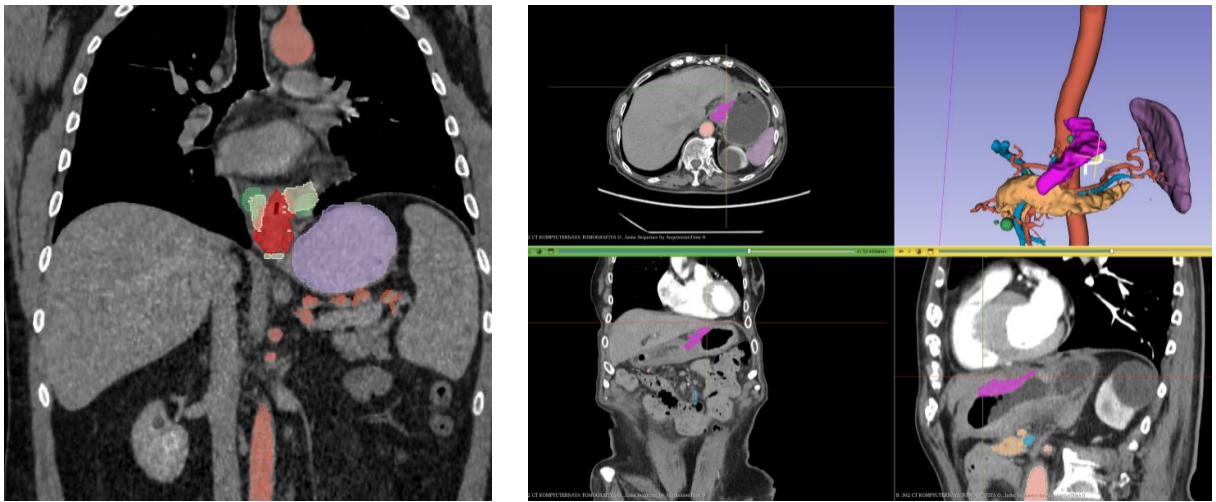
Наложение маски сегментации на КТ-изображение
